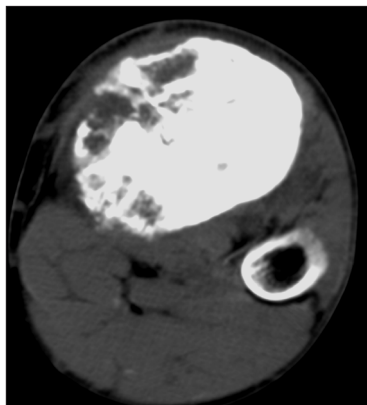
Б-ной Т., 19 лет, остеосаркома левой большеберцовой кости. Аксиальная компьютерная томограмма (после лечения). Отмечается частичное восстановление костных структур в зоне поражения (репарация) и петрификация внекостного компонента опухоли с уменьшением его размеров
